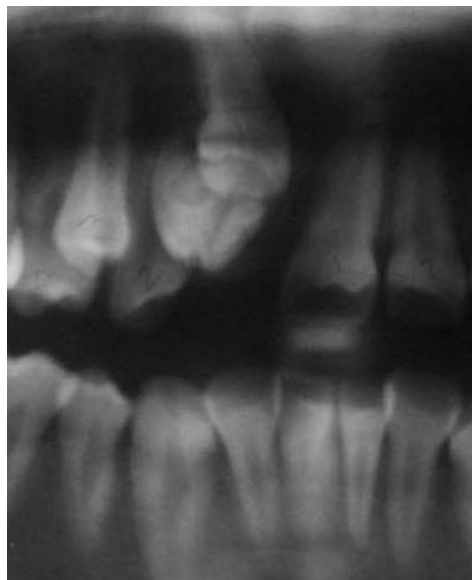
Radiografía panorámica en la que se evidencia la presencia de un odontoma en la zona anterior maxilar. Cortesía Od. A. Moya
